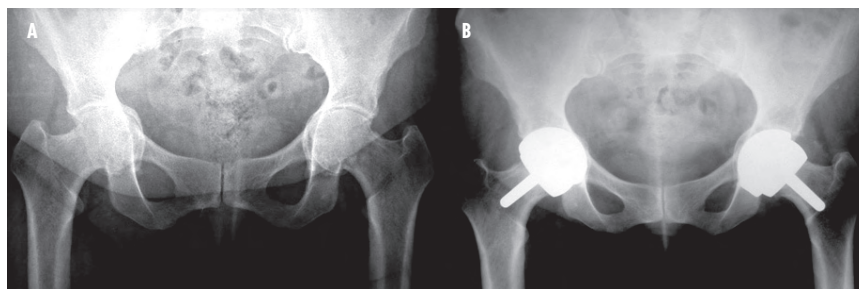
Donna di 53 anni affetta da coxartrosi bilaterale. Radiografia a 4 anni di follow-up in cui si può notare il corretto ripristino della biomeccanica dell'anca.
